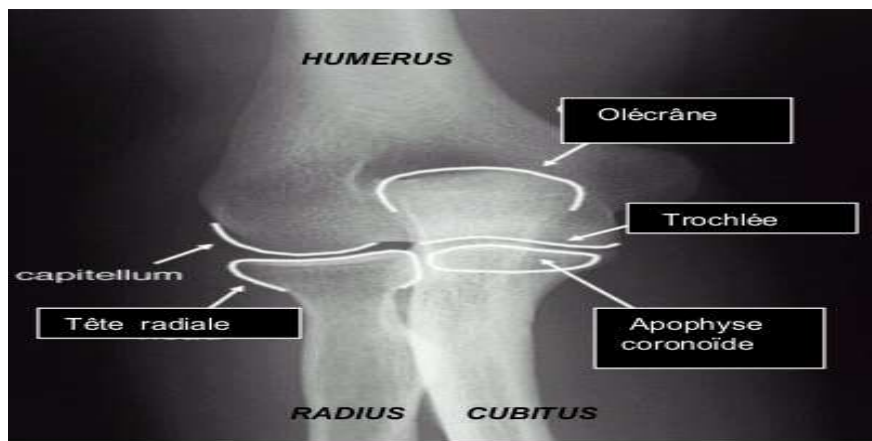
Radiographie du coude de face normale
